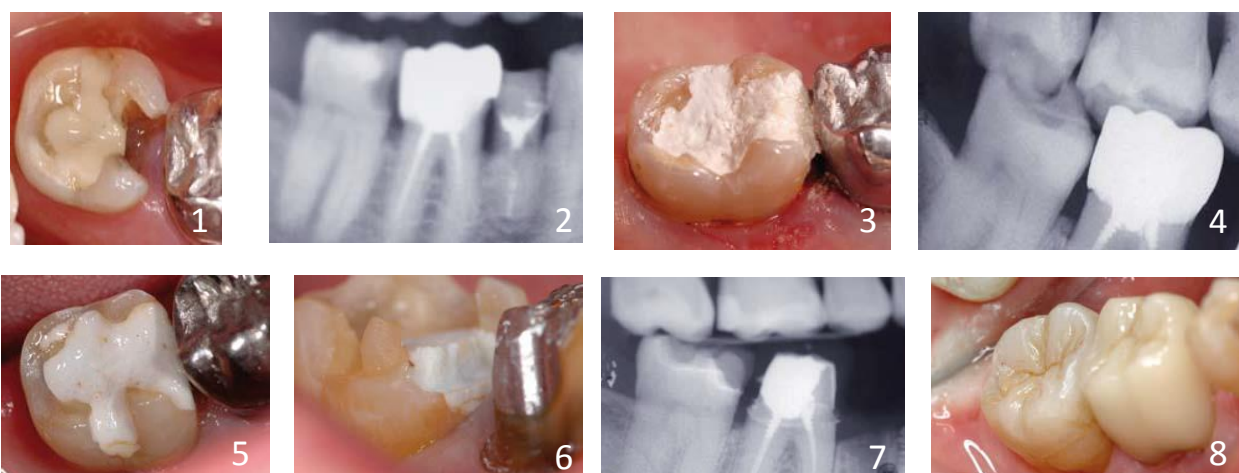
(1) Etat initial: carie sous ancienne obturation. (2) Radiographie pré-opératoire. (3) Biodentine™ mis en place. (4) Radiographie post-opératoire. (5) Biodentine™ à 18 mois. (6) Taille de la cavité pour l'inlay. (7) Radiographie de l'inlay collé. (8) Vue vestibulaire de l'inlay après collage (Koubi *et al.*, 2011).
